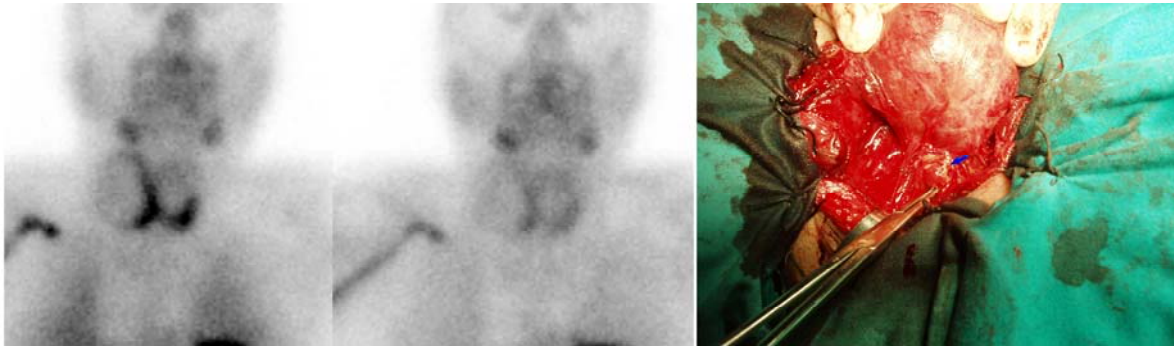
Adenoma de paratiroides en paciente con patología tiroidea asociada. Gammagrafía con TC99m-SESTAMIBI negativa. Hallazgo quirúrgico: Adenoma evidente a nivel inferior derecho.
